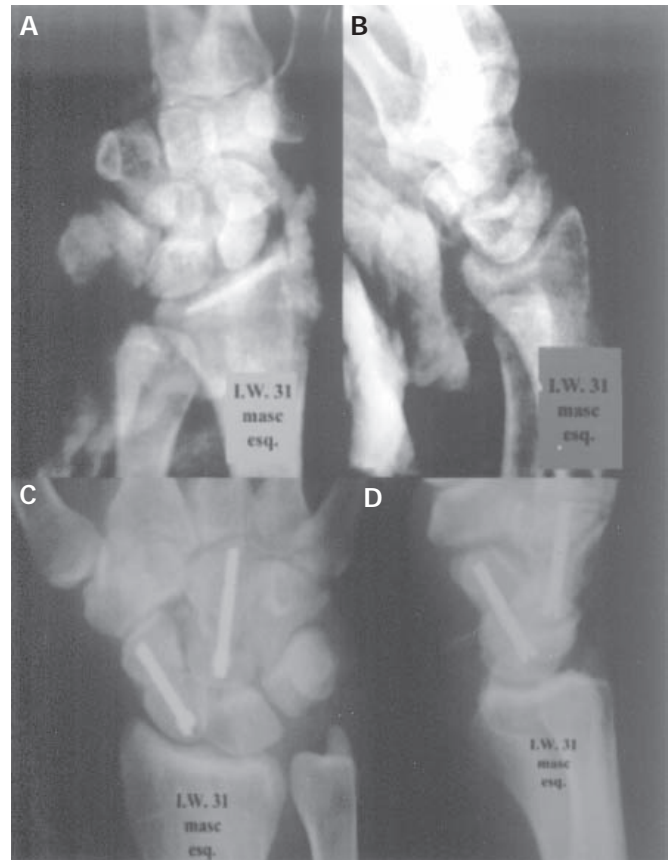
Caso 4: PM, 38 anos. A e B) Radiografias em PA e perfil pré-operatório; C e D) Radiografias em PA e perfil com oito semanas de evolução.
